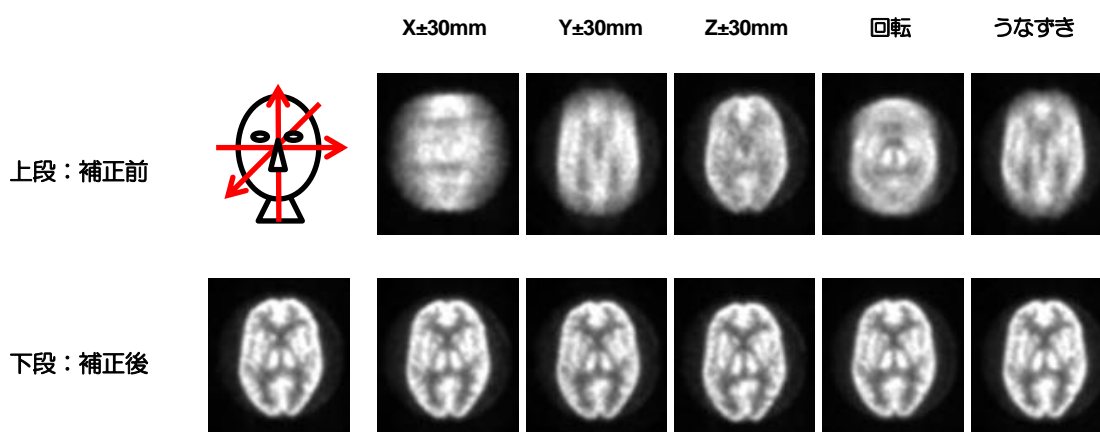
3D ホフマンファントムによる PET 再構成画像補正精度確認
